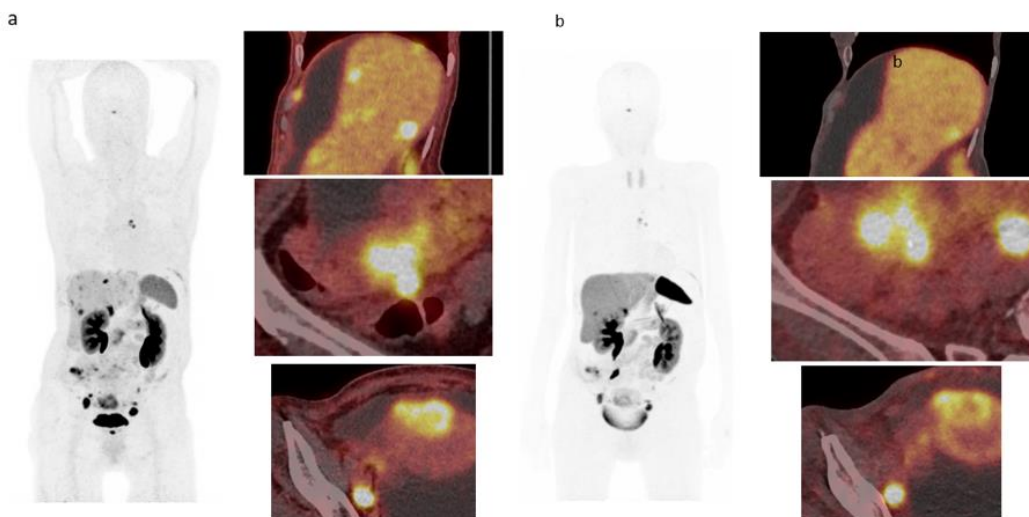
Evaluation initiale et post-C2 de la patiente 1. TEP TDM au  $^{68}\text{Ga}$ -DOTA-TOC pré-thérapeutique (a) et post-C2 (b) chez une patiente présentant une atteinte secondaire ganglionnaire, hépatique, péritonéale et osseuse avec régression quasi-complète de l'atteinte hépatique, sans évolutivité franche de l'atteinte péritonéale
